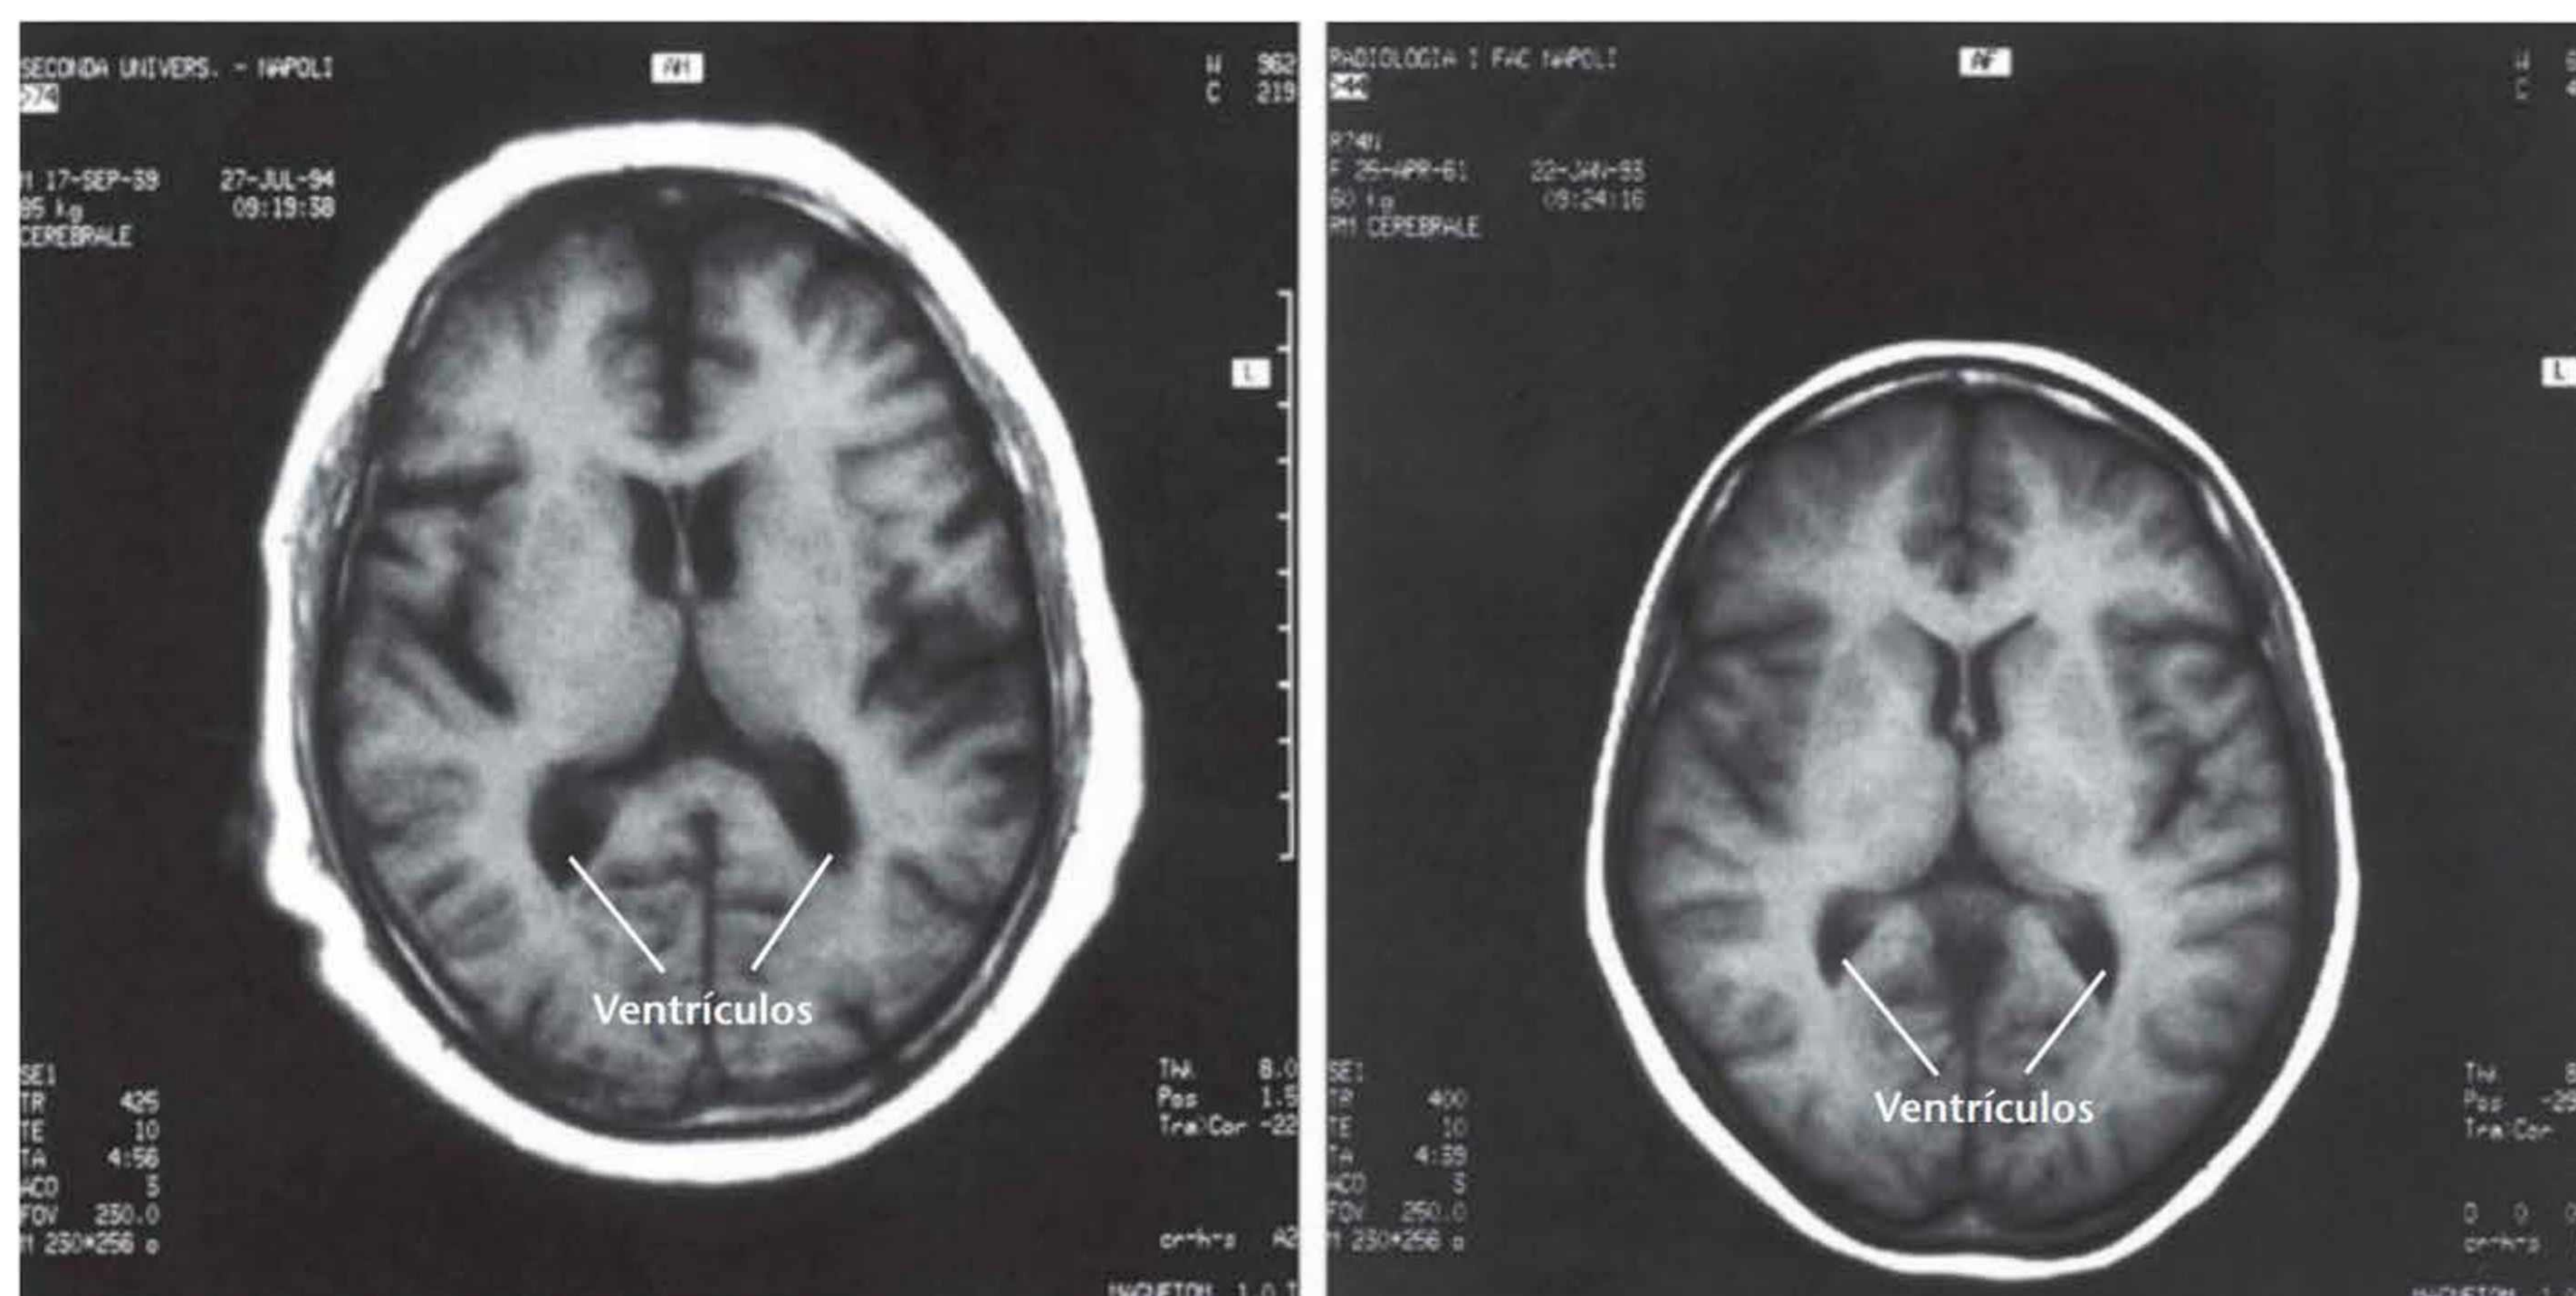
Cérebro de uma pessoa normal comparado ao de uma pessoa com esquizofrenia. Essa tomografia mostra as diferenças metabólicas entre o córtex pré-frontal de um indivíduo com esquizofrenia e de um indivíduo normal.
